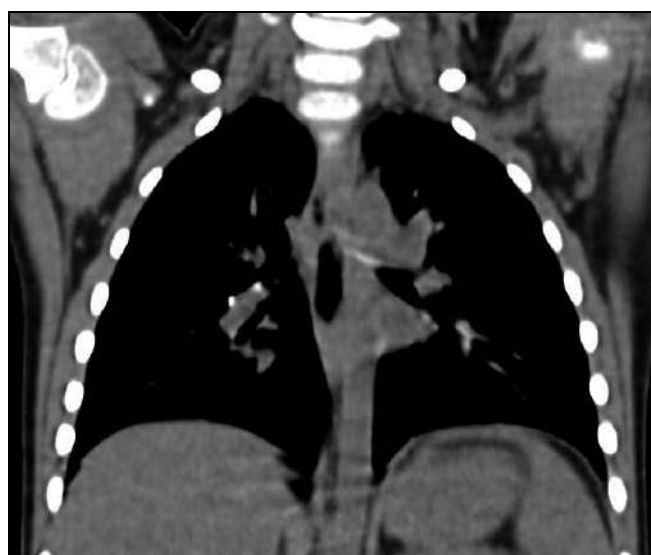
Компьютерная томография грудной клетки девочки Л., 3х лет
